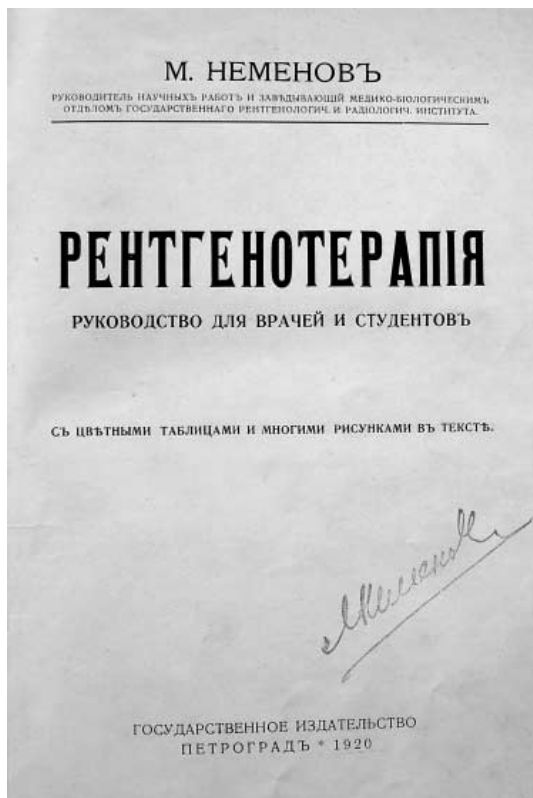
Титульный лист руководства по рентгенотерапии М.И. Неменова, изданного в 1920 г.
